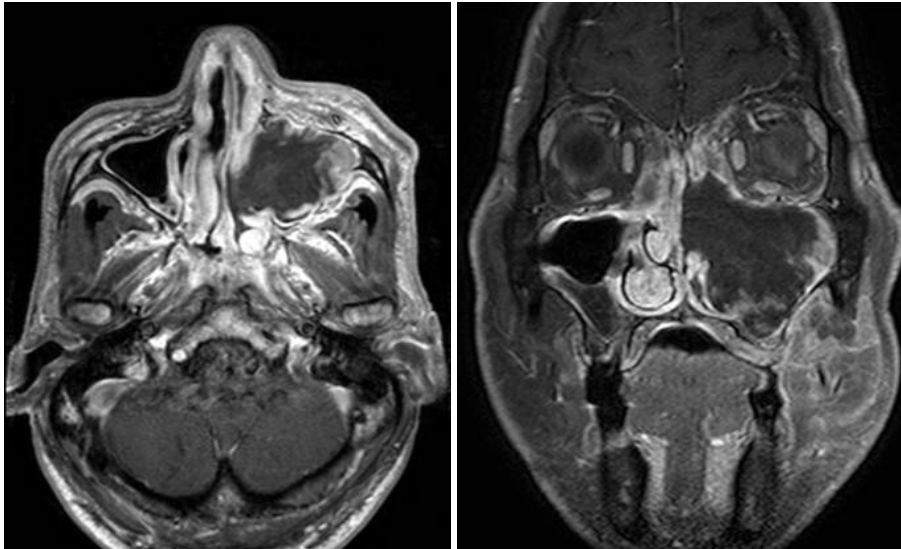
Gd-enhanced T1 PNS MRI. Heterogeneous contrast enhancing (necrotic) mass at left maxillary sinus with extension into the left premaxillary soft tissue, retroantral fat space, nasal cavity, ethmoid sinus, nasopharyngeal wall. PNS: paranasal sinus.
